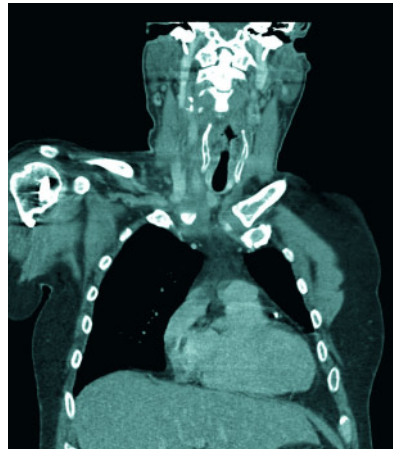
In der Computertomographie mit Kontrastmittel ist ein Thrombus in der rechten Vena jugularis erkennbar (a). Im Vergleich dazu die gesunde linke Seite mit durchgehender Darstellung des Kontrastmittels in der Vena jugularis (b).
